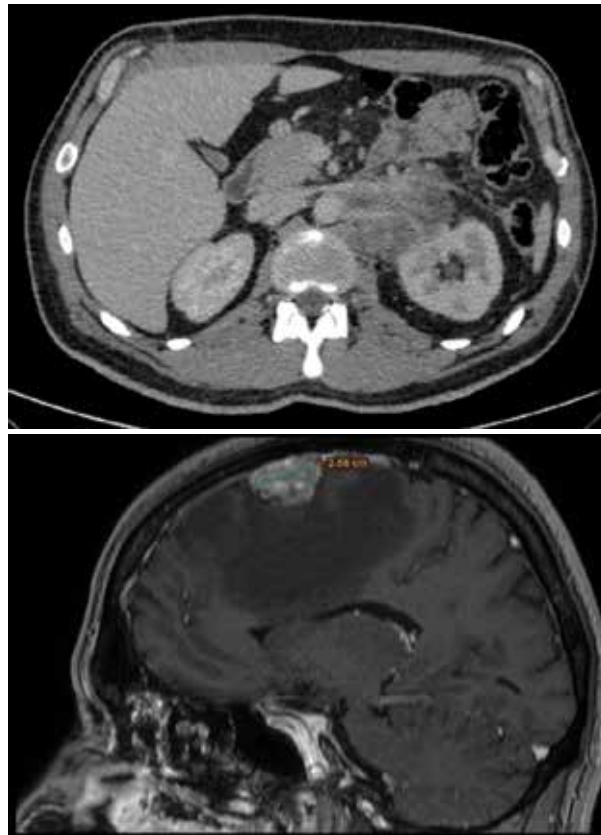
КТ-исследование до начала лечения
